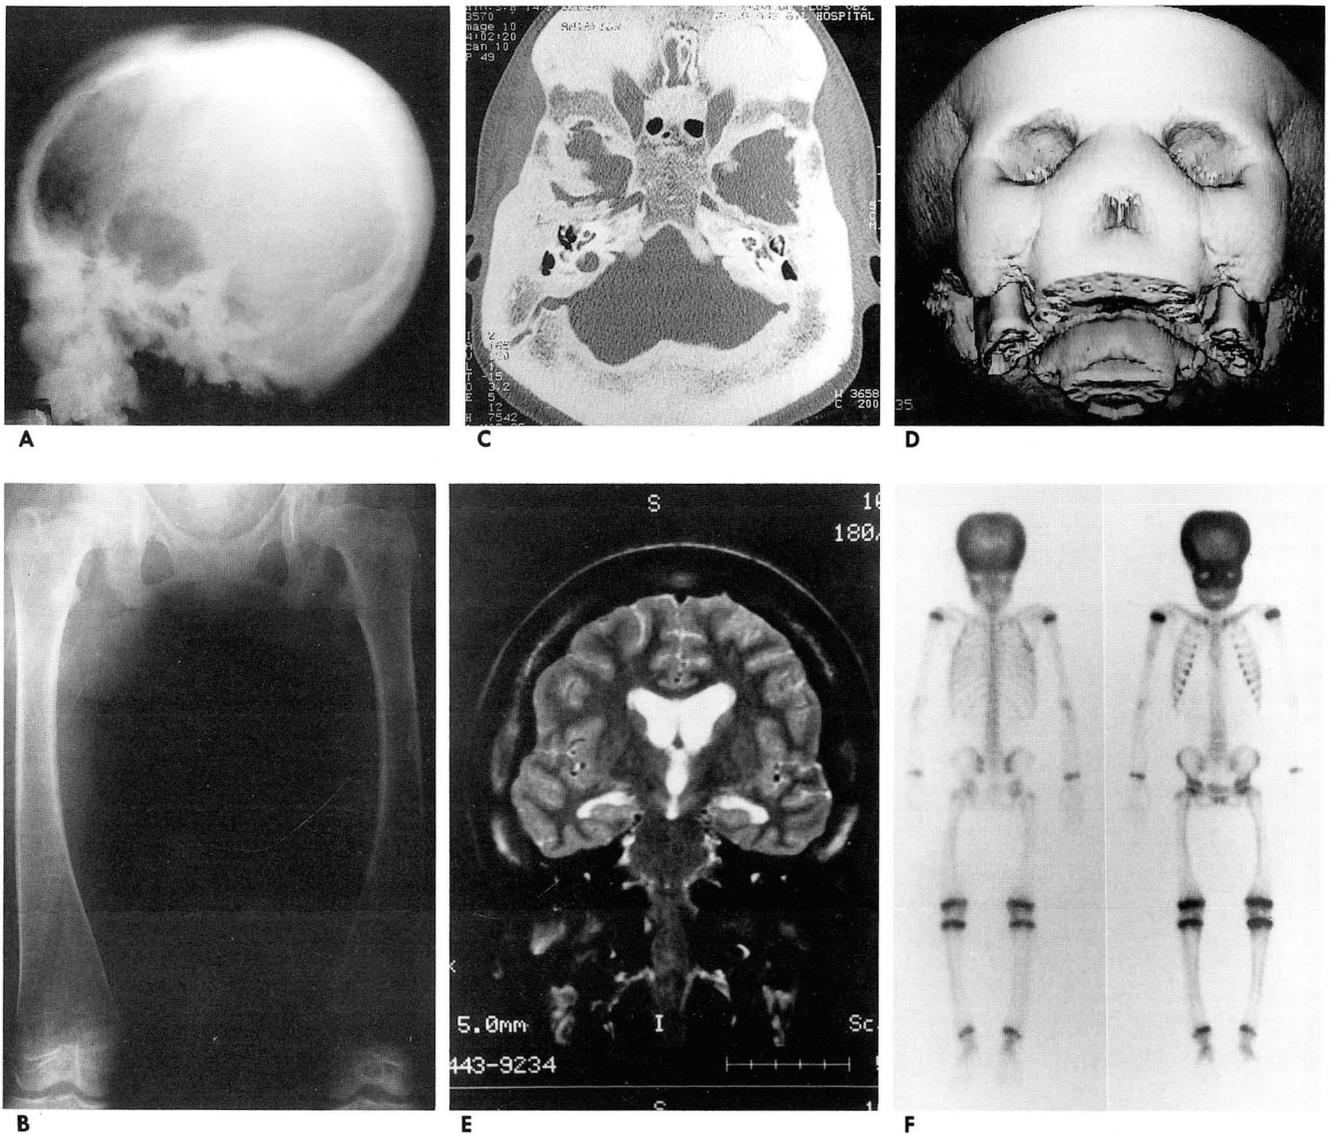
A. Radiograph of the skull shows hyperostosis of the skull base and calvarium with reduced pneumatization of paranasal sinuses.
